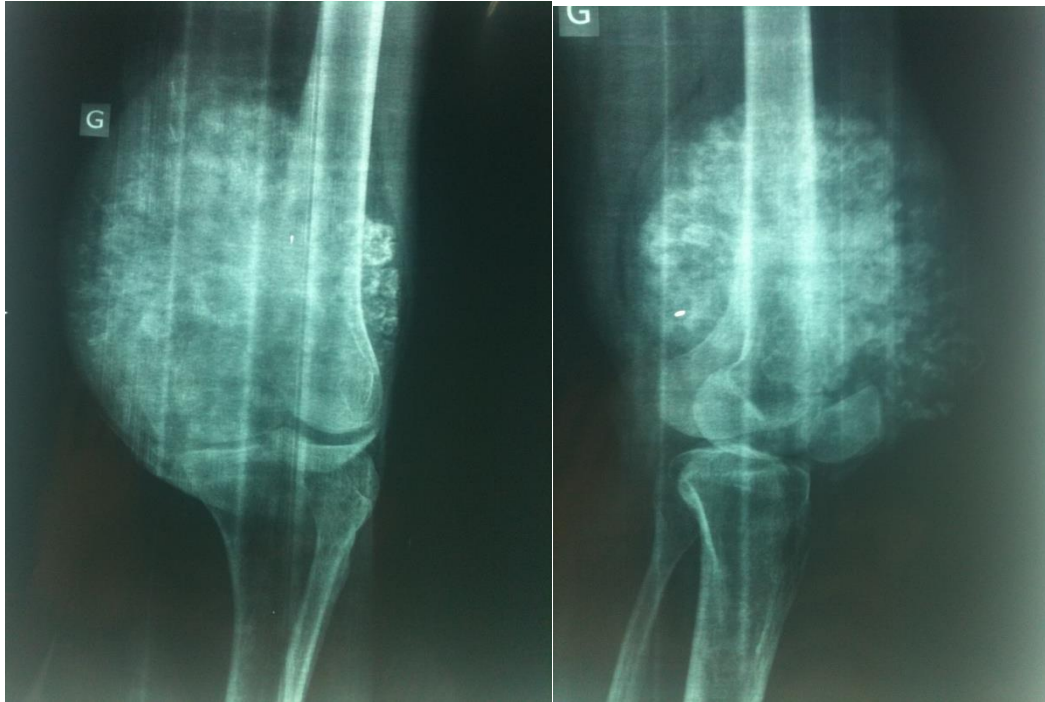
Radiographie du genou gauche de face et de profil
